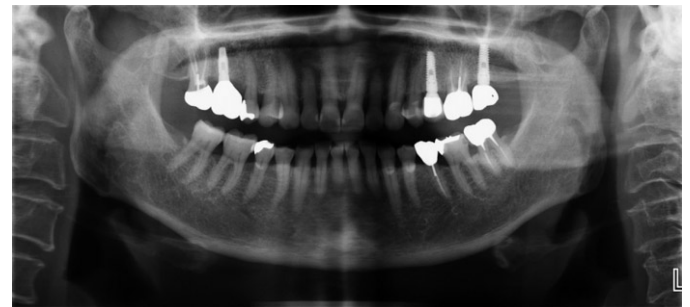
Panoramic radiograph 2.5 year after implant treatment.
